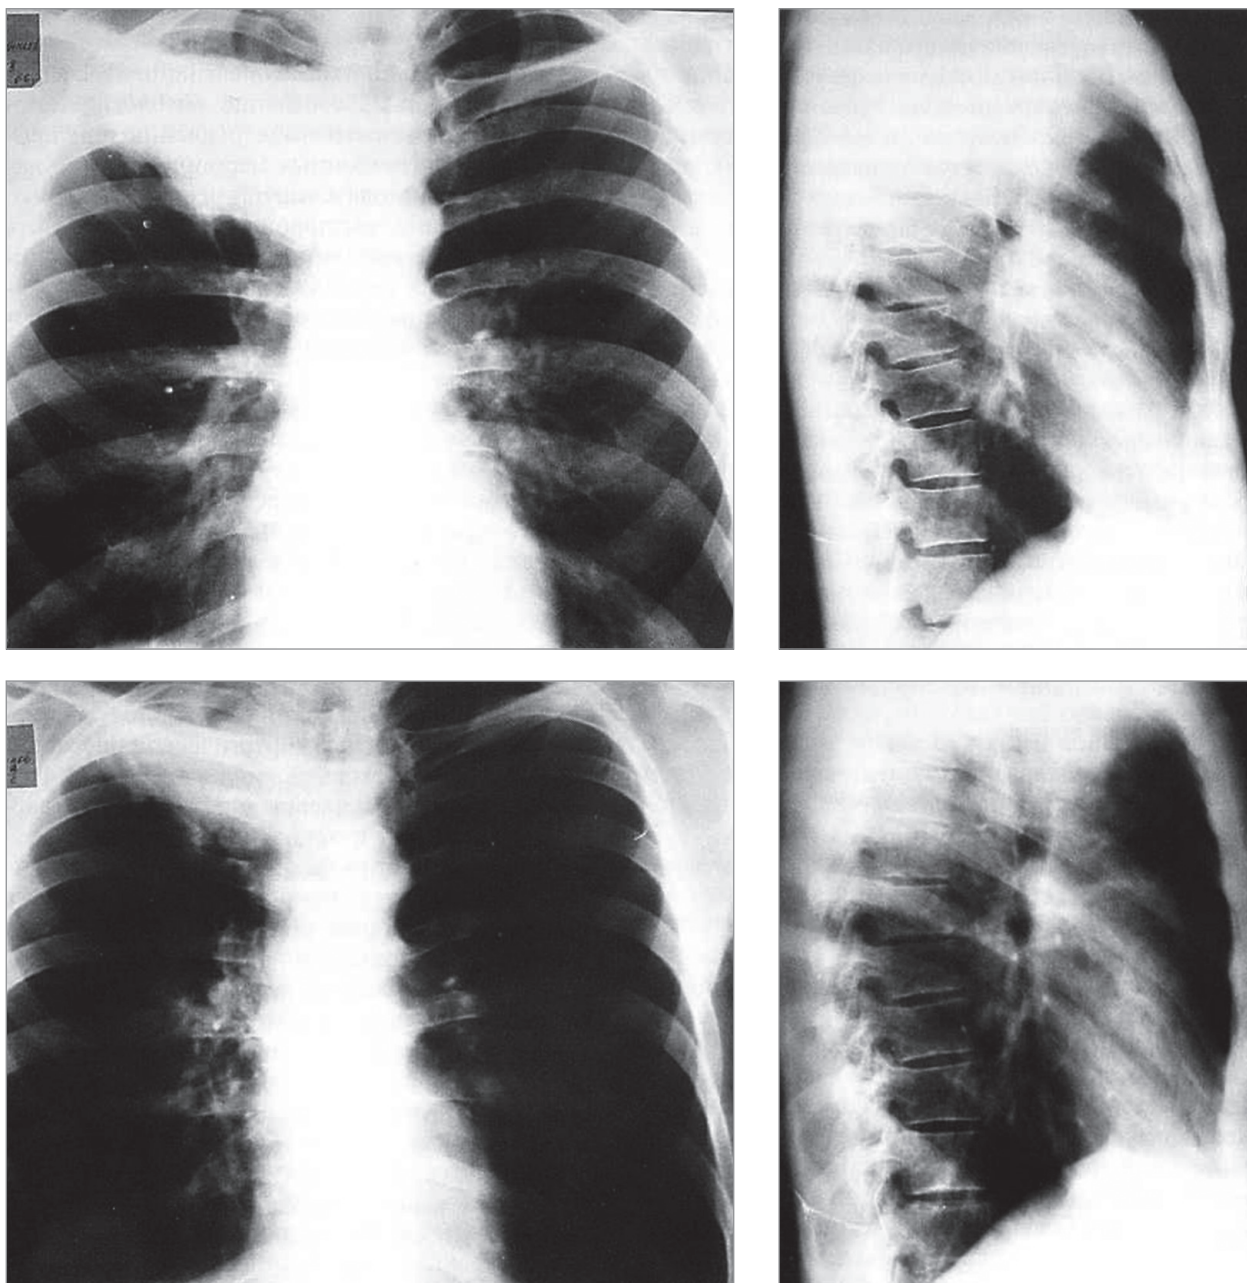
Острый абсцесс верхней доли правого легкого; селективная катетеризация полости абсцесса. Рентгенограмма
